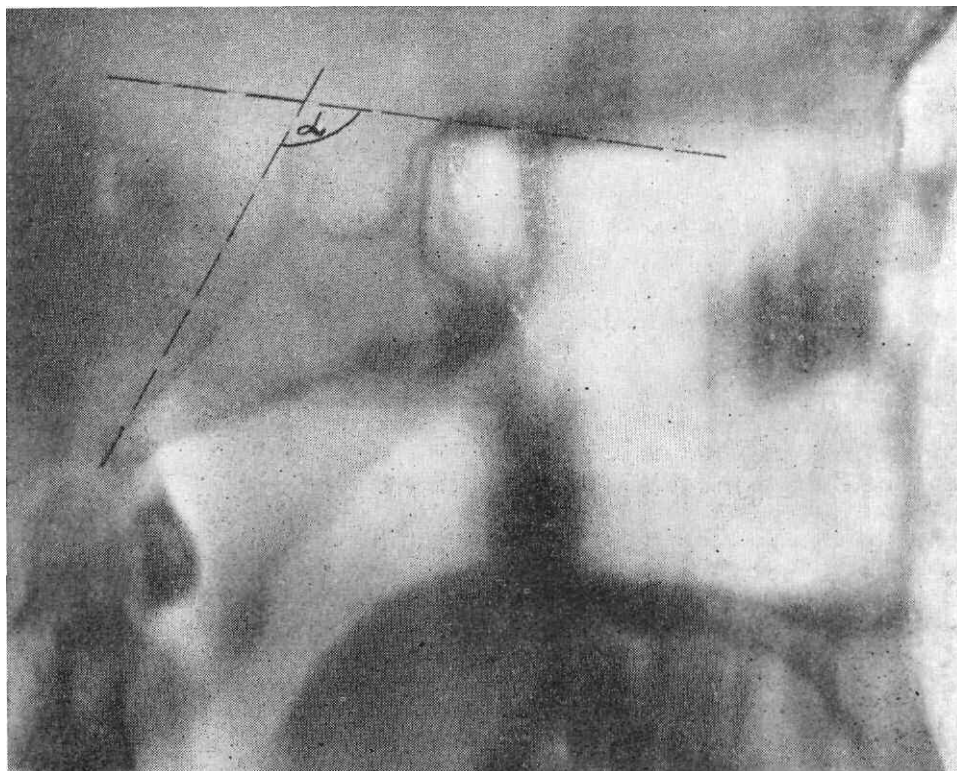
Томограмма турецкого седла в срединной сагиттальной плоскости. Дифференцируются турецкое седло и скат. Штриховой линией обозначены стороны угла (а), определяющего наклон ската.
